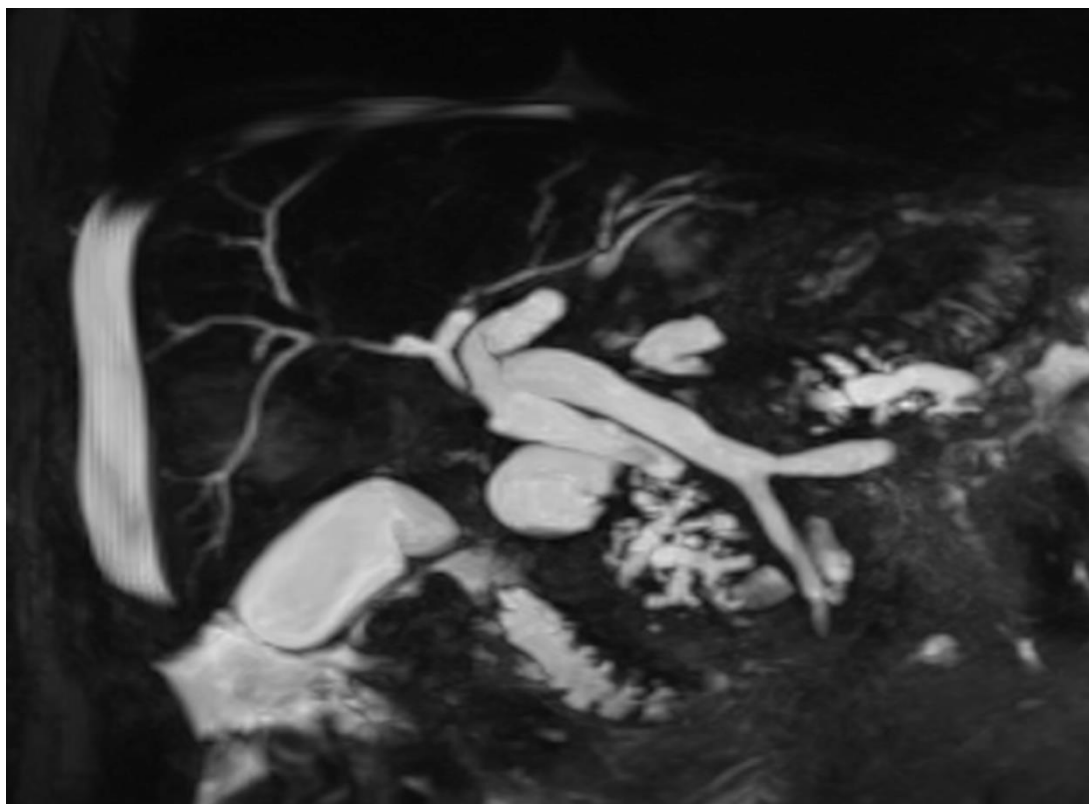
МРТ – холангіографія.
